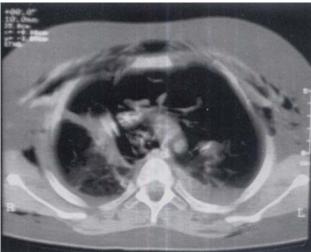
TC de tórax. Se observa enfisema subcutáneo, colapsos basales bilaterales, derrame plcural, material de contraste en tubo endotraqueal y fuga de aire a través de tráquea.
